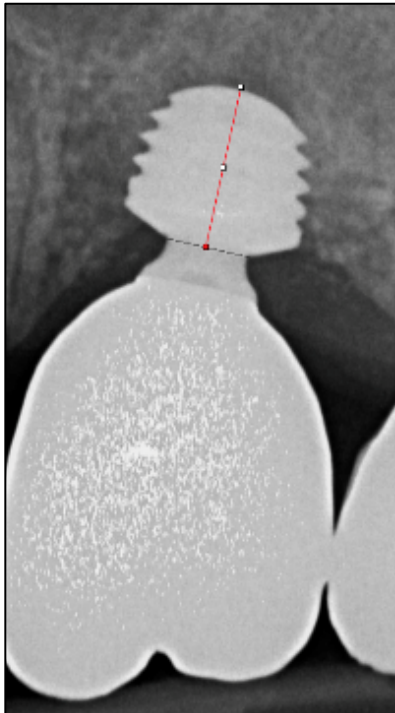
Messung der Implantatlänge zur Kalibrierung des Röntgenbildes
